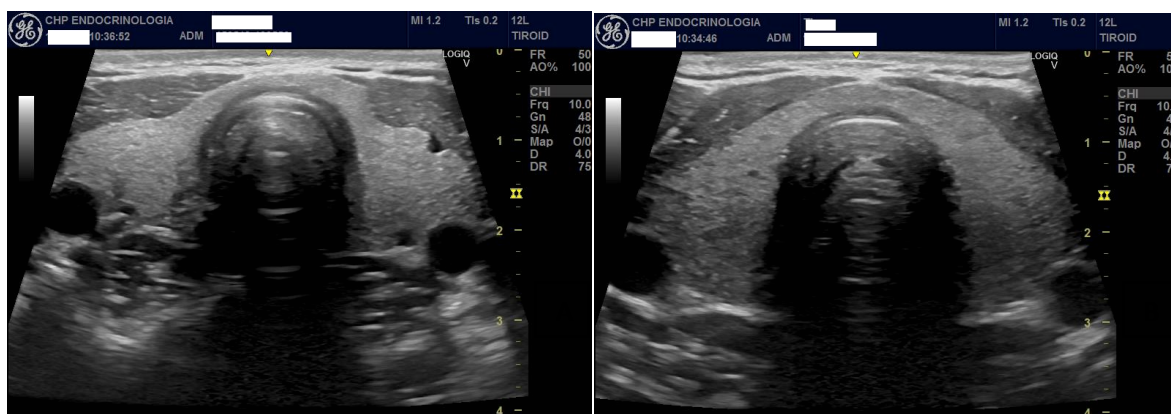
Ecografia tiroidea de um indivíduo do sexo feminino (A) e do sexo masculino (B)
